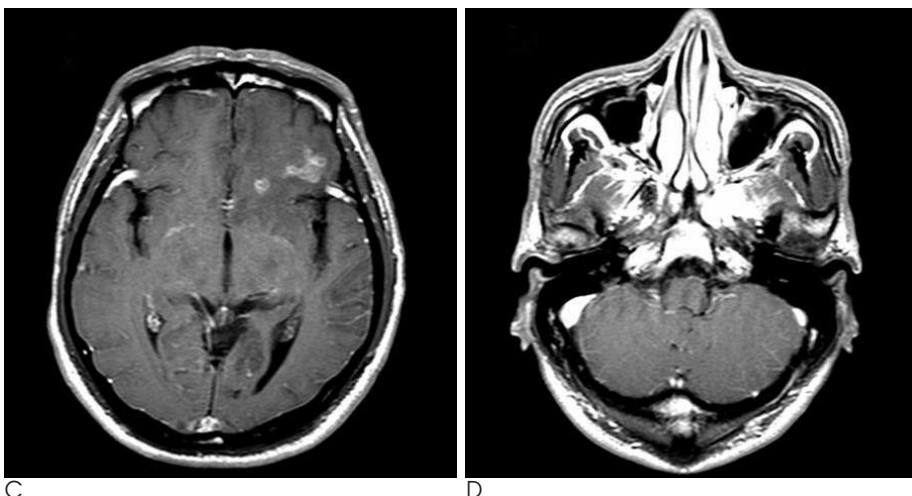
A. T2-weighted image shows heterogeneous hyperintensity (representing white matter degeneration) with multiple small target-like nodules.
